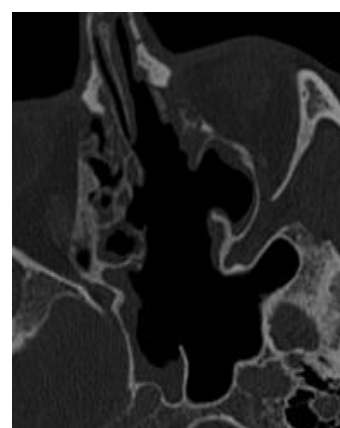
Postoperatives Kontroll-CT ohne Rezidivanhalt.
